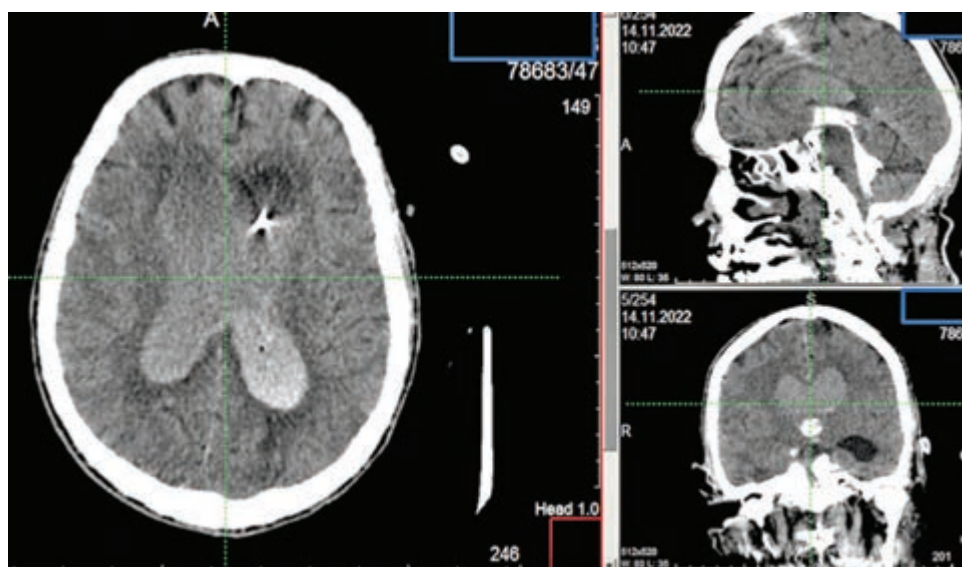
КТ-цистернография пациента Н.: контраст, введенный эндолумбально, свободно поступает в боковые желудочки
